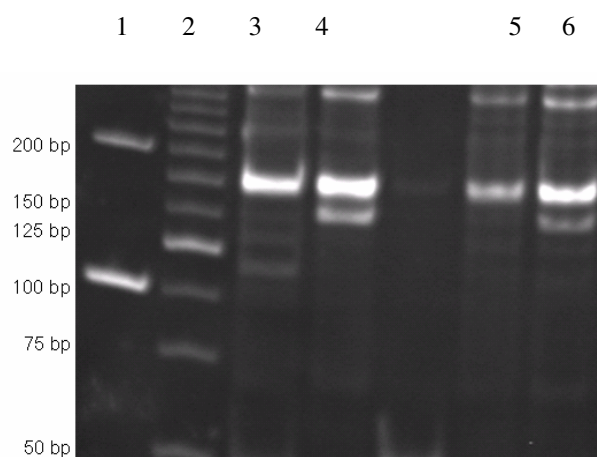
Digestão enzimática referente à genotipagem do polimorfismo rs833061. 1-Marcador 100bp, 2- Marcador 25 bp, 3-Produto PCR não exposto à endonuclease, 4 e 6- Produto da digestão (Heterozigoto CT), 5- Produto
